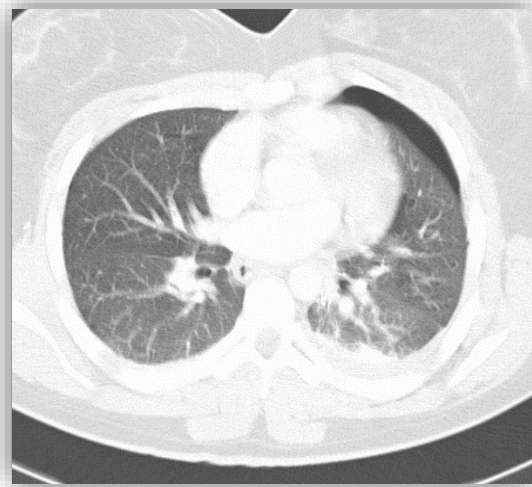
Tomografía de Tórax Simple con neumotórax anterior izquierdo.
